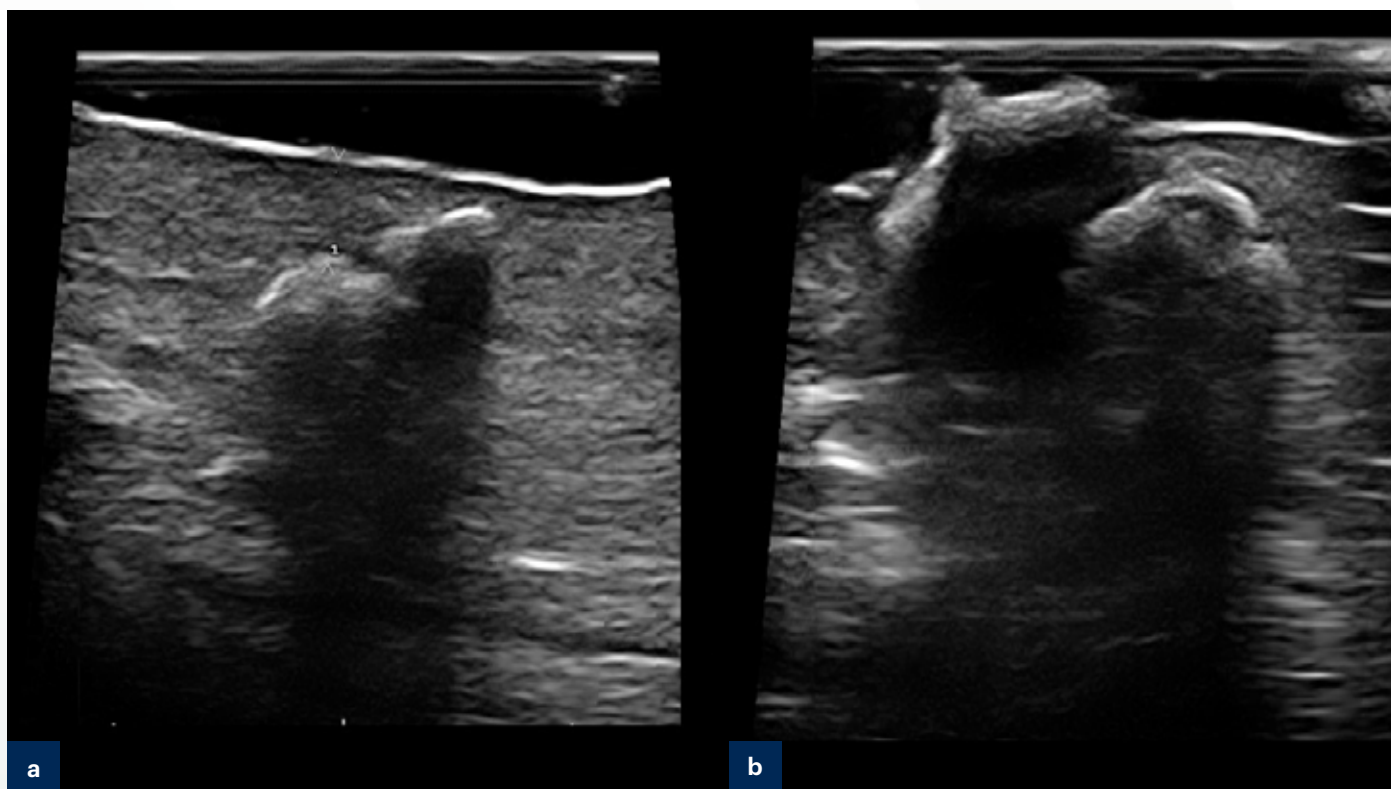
a) Imágenes lineales hiperecoicas con sombra posterior. b) Ecografía de control en la que se observa extrusión de material hiperecoico por centro de la úlcera.
